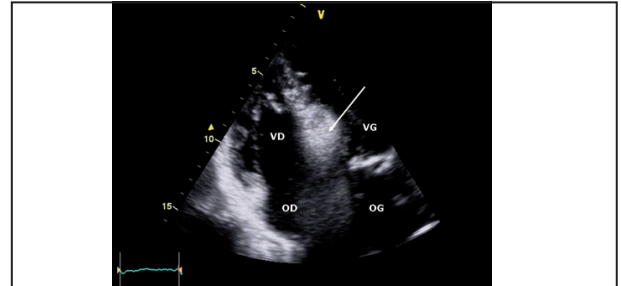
Echocardiographie transthoracique de contraste en incidence 4 cavités réalisée pendant la procédure percutanée. L'injection intracoronaire de l'agent de contraste permet d'identifier de façon précise l'artère vascularisant le bourrelet septal obstructif, l'injection le rendant nettement plus échogène que le myocarde adjacent (flèche). OG : oreillette gauche, VG : ventricule gauche, OD : oreillette droite, VD : ventricule droit.
